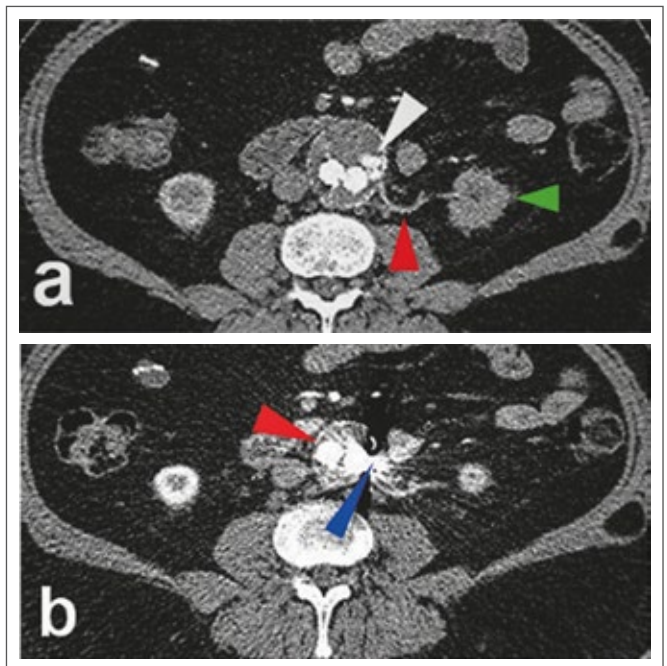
CTA, axiale Schnittebene. (a) Endoleak-Typ IIA (weißer Pfeil) mit überstenteter, linker akzessorischer Nierenarterie, die als drainierendes Gefäß fungiert. Der linke, untere Nierenpol ist infarziert (grüner Pfeil); (b) nach Coil-Embolisation typische Metallartefakte (blauer Pfeil) und deutlich regredienter Aneurysmadurchmesser (roter Pfeil) im Vergleich zu Abbildung 7 (a).
